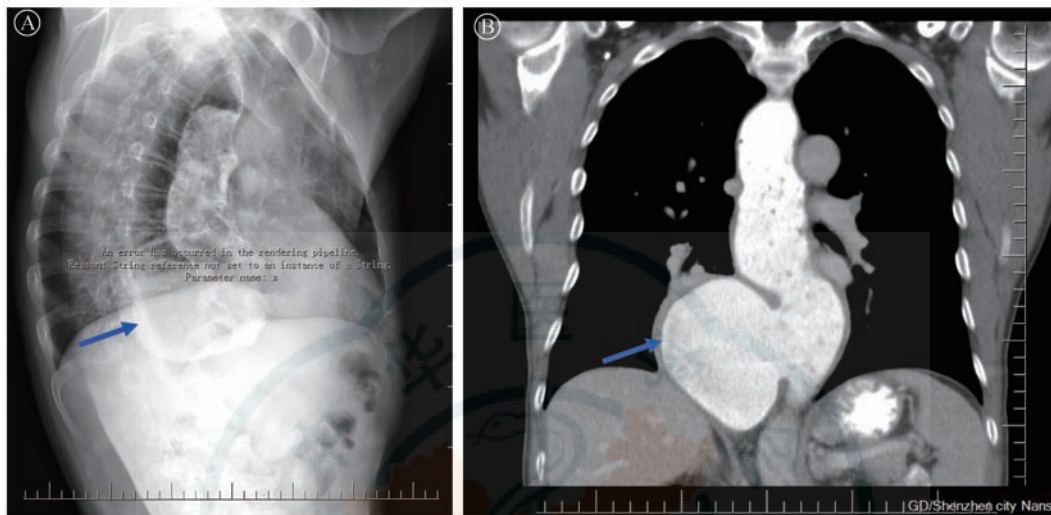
术前食管造影见巨大憩室(箭头所示)及食管扩张迂曲。A. X 线检查, B. CT 检查
